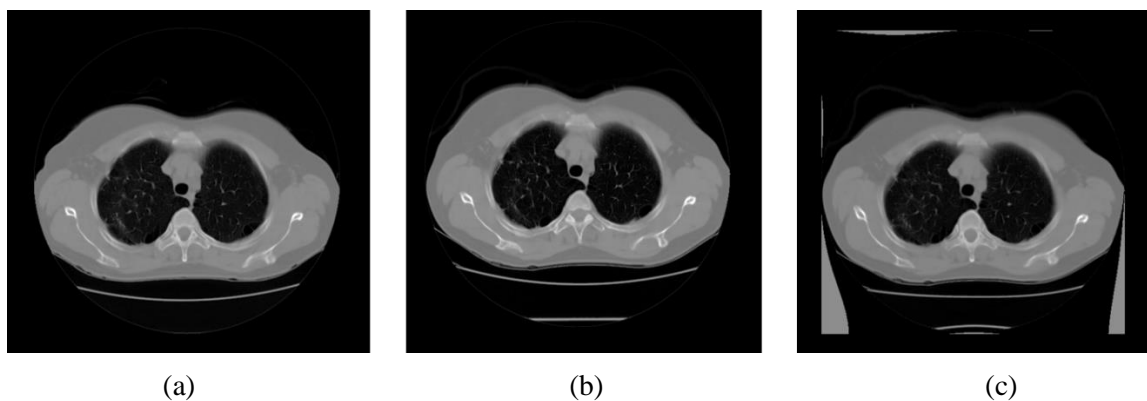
Registro *B-spline* aplicado em imagens de TC de pulmão. (a) é a imagem fixa, (b) é a imagem móvel e (c) é imagem resultante.
